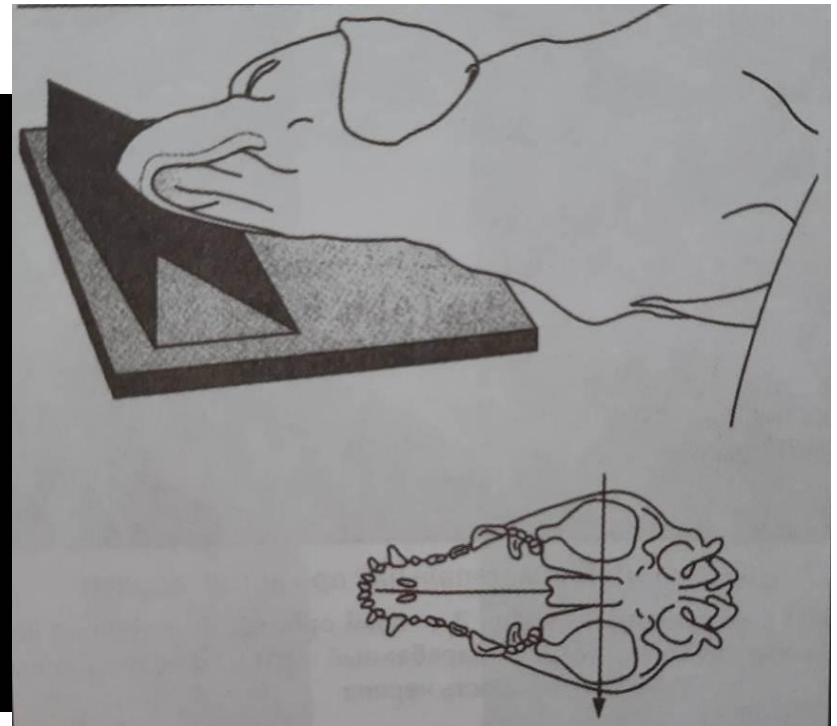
Установка животного при рентгенографии черепа в боковой проекции
